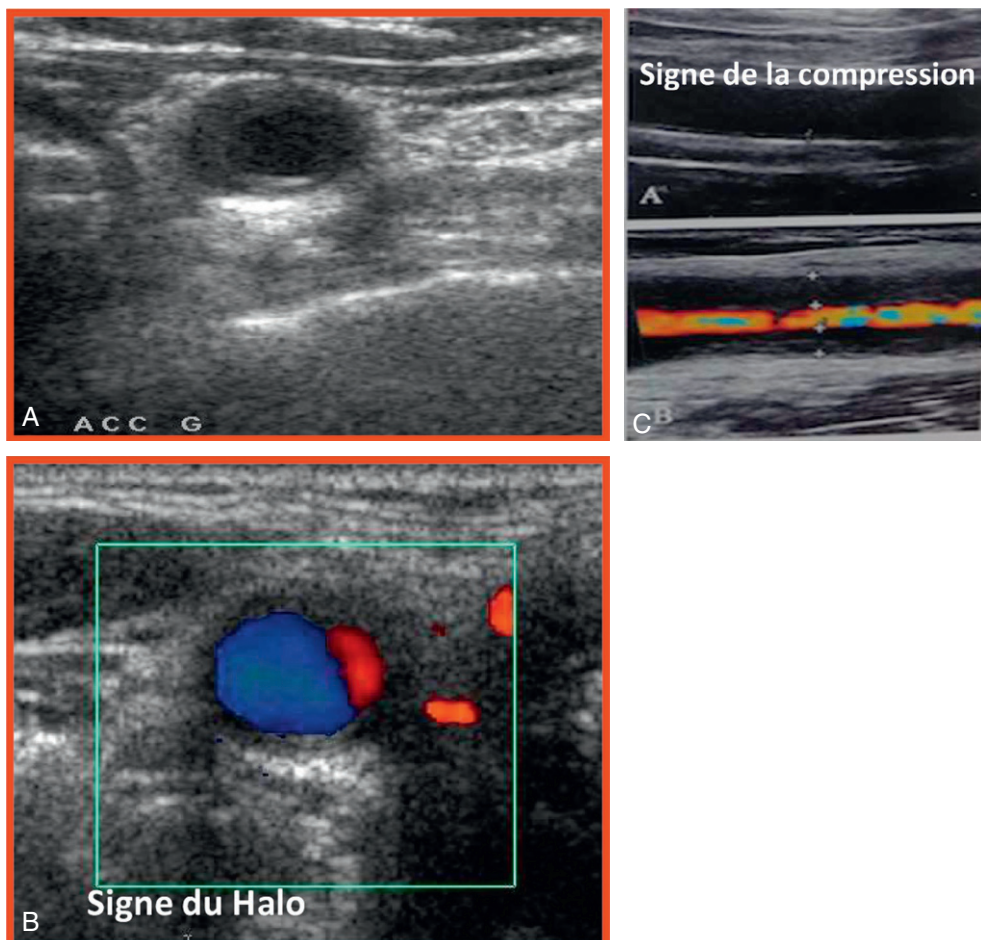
Échographie mode B et Doppler des artères temporales, signe du halo.
